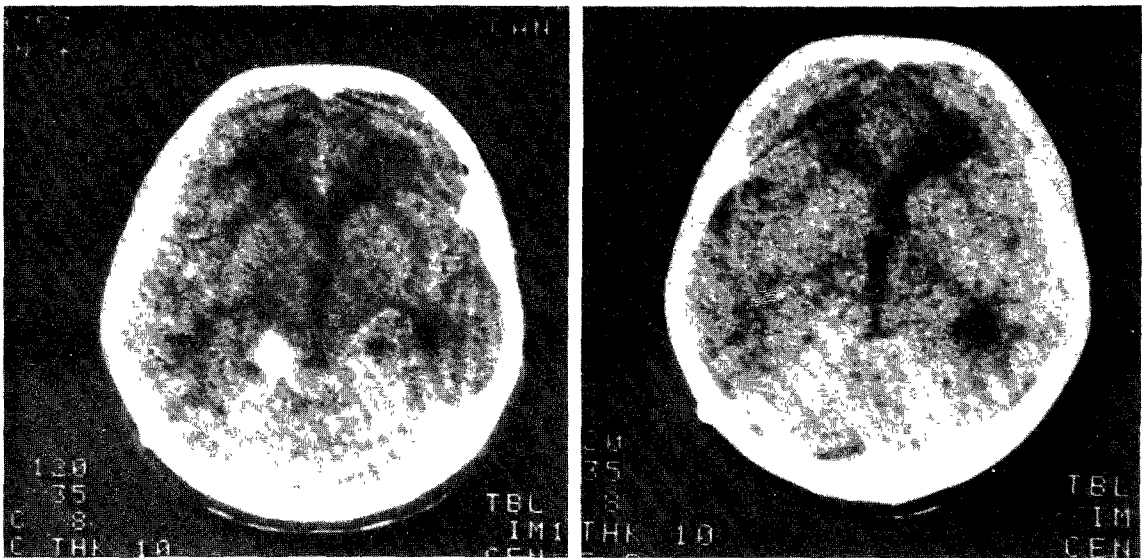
Brain CT before operation there is a well enhanced, small round tuberculoma located at right quadrigeminal plate.
